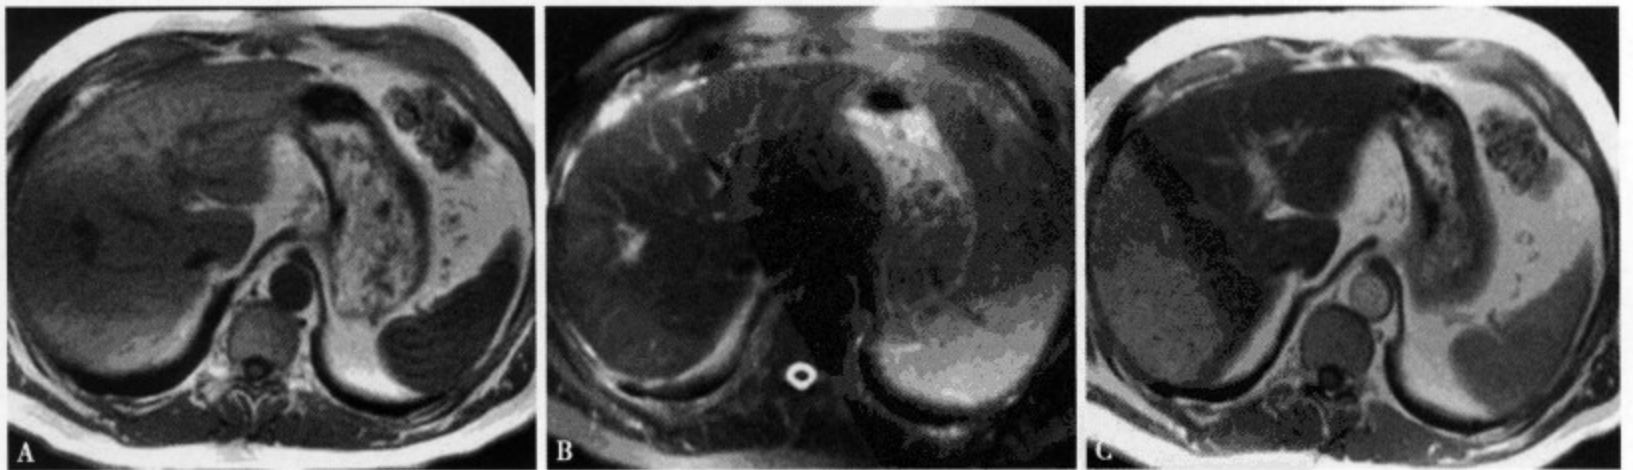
MRI 平扫 T_1 WI (A) 肝脏无明显异常信号;MRI 平扫脂肪抑制 T_2 WI (B) 肝右叶可见新月形稍高信号影,肝周见少量液体;SPIO 增强扫描 (C) 肝右叶照射野呈明显高信号
